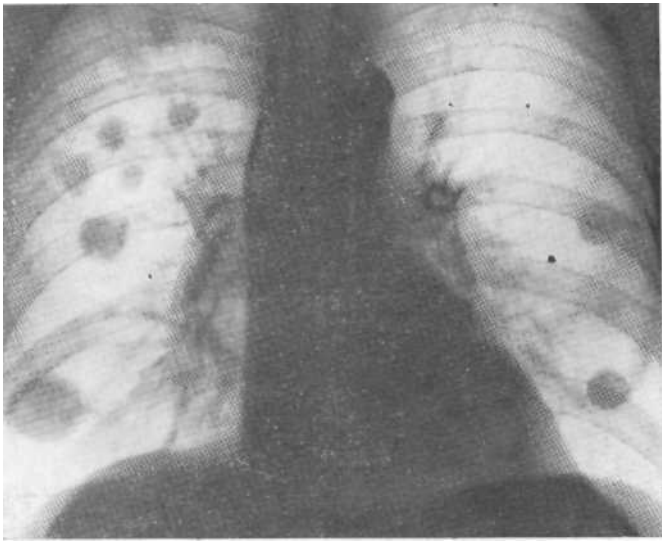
Обзорная рентгенограмма. Множественные крупноочаговые тен tubеркулезные фокусы по типу ограничивающихся инфильтратов. Кон-теней не совсем четкие.
